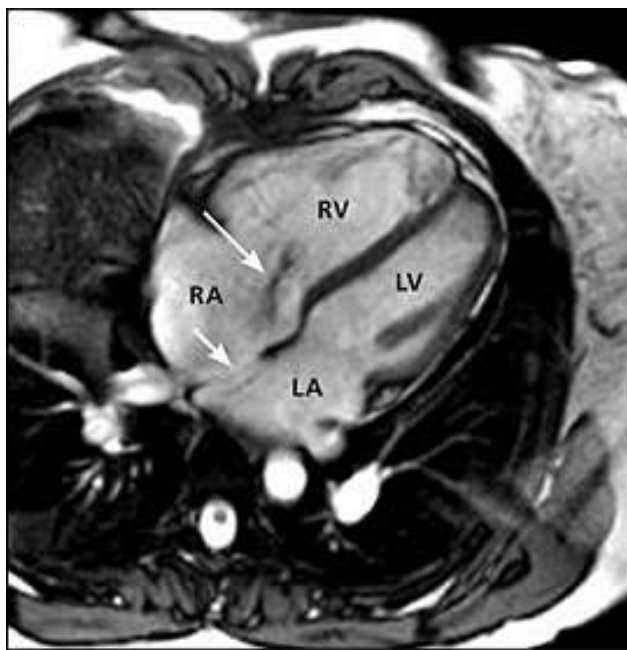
Магнитно-резонансная томография сердца.
